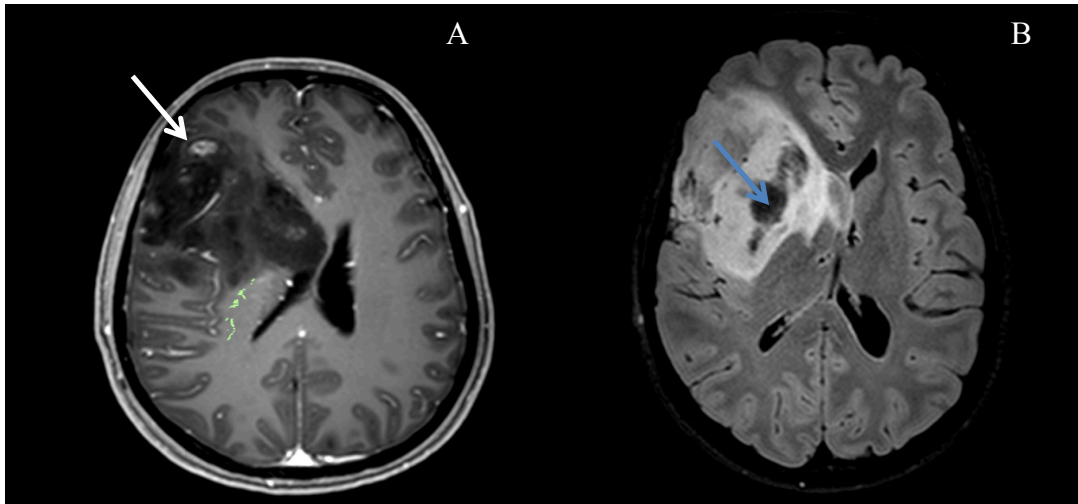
Corte cerebral correspondente a reformatação axial T1W pós gadolínio (Imagem A) e axial FLAIR ( Imagem B) . Na imagem A visualiza-se nódulos de captação de produto de contraste (seta Branca) . Na imagem B visualiza-se áreas de hipersinal e zonas com hiposinal em FLAIR correspondendo a áreas quísticas( seta azul)
